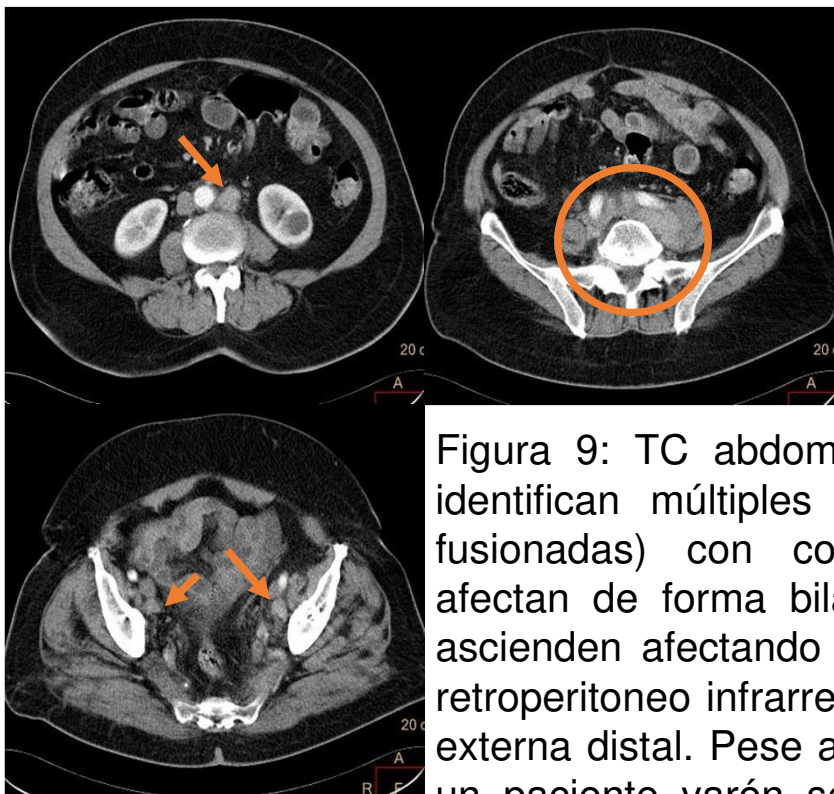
TC abdominal en fase portal en el que se identifican múltiples adenopatías individualizables (no fusionadas) con contornos relativamente lisos que afectan de forma bilateral a los grupos obturadores y ascienden afectando a los grupos ilíacos comunes y al retroperitoneo infrarrenal distal, pero sin afectación ilíaca externa distal. Pese a la ausencia de lesiones óseas, en un paciente varón se sospechó un Ca. Próstata y se recomendó valorar PSA. El PSA, llamativamente elevado, permitió indicar la biopsia de próstata y confirmar histológicamente el diagnóstico de sospecha.
